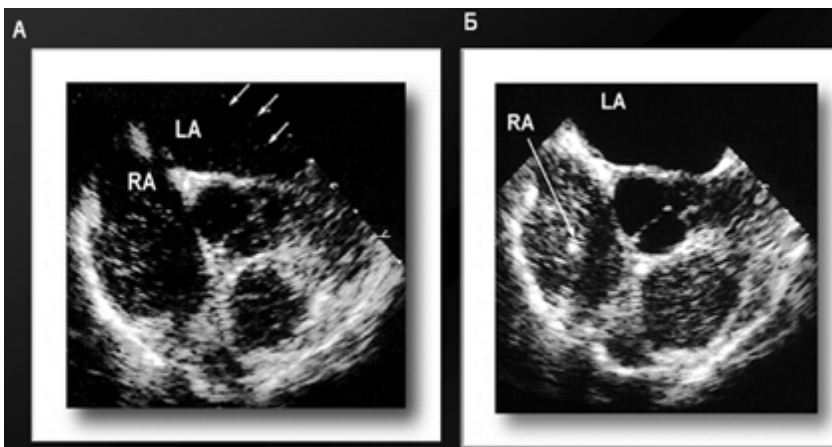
Контрастная ЭХО-КГ. Данные эхокардиографии при ГПС. Отмечается появление микропузырьков в левом предсердии после внутривенного введения контраста (А). У здорового человека этого не происходит (Б).
